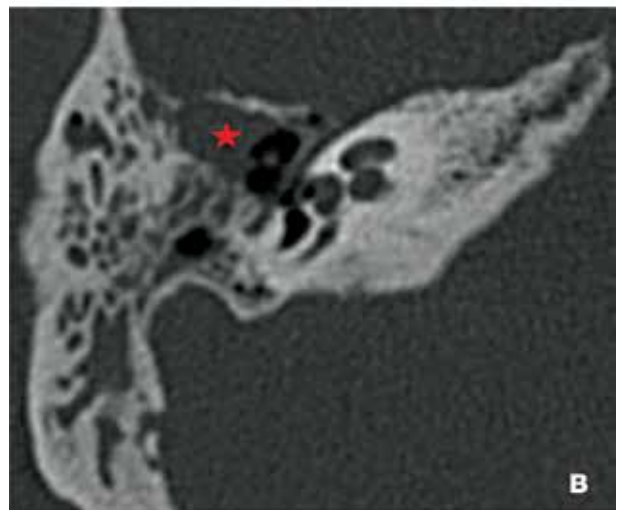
Tomografía computada de peñasco sin contraste. (A) Corte coronal: ocupación atical y erosión de espolón de Chaussée derecho. (B) Corte axial: erosión de cadena osicular derecha. (C) Corte axial: erosión de pared posterior de conducto auditivo externo izquierdo.
